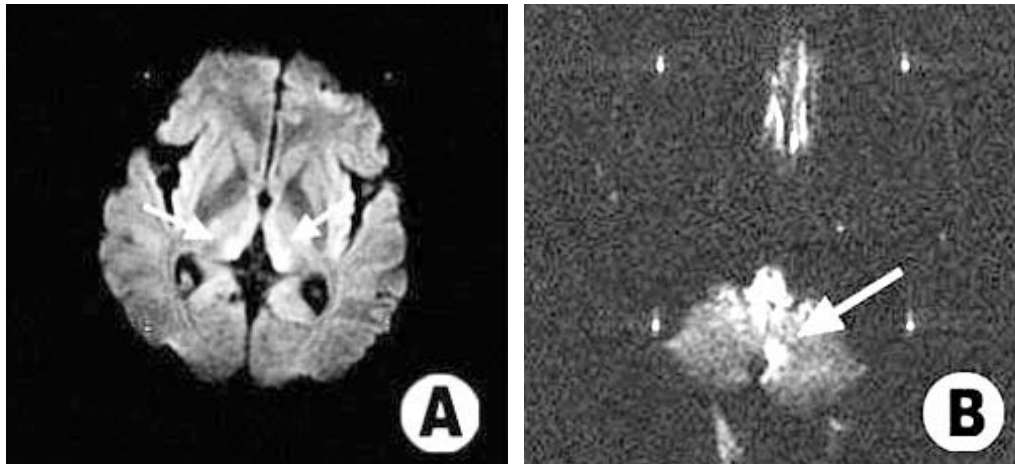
MRI at the time of admission Axial T2-Weighted image (A) shows high signal intensity on bilateral paramedian thalami. Diffusion-Weighted image (B) shows high signal intensity in superior cerebellar hemisphere and vermis.
